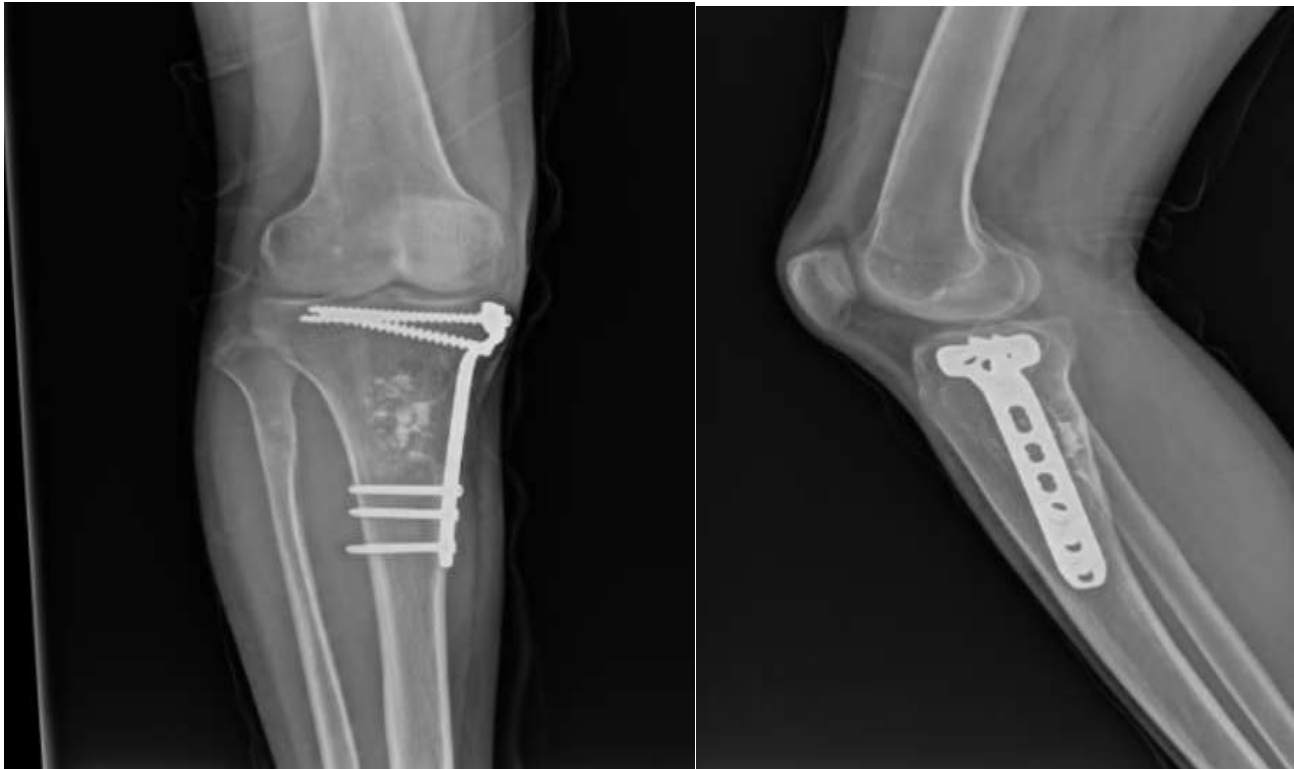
Radiographie de contrôle du même patient 14 mois après le geste chirurgical.
